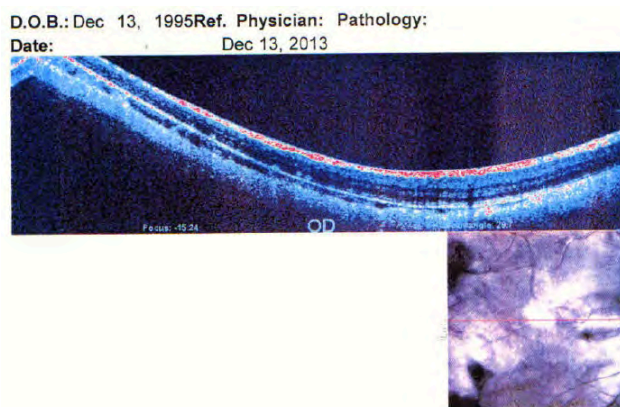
Optical coherence tomography showed abnormal foveal contour in right eye.
